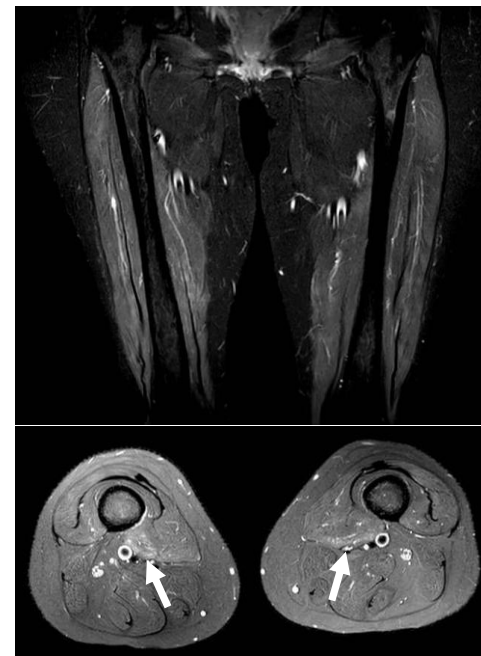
RMN muscolare, sequenza T2 FAT-SAT
